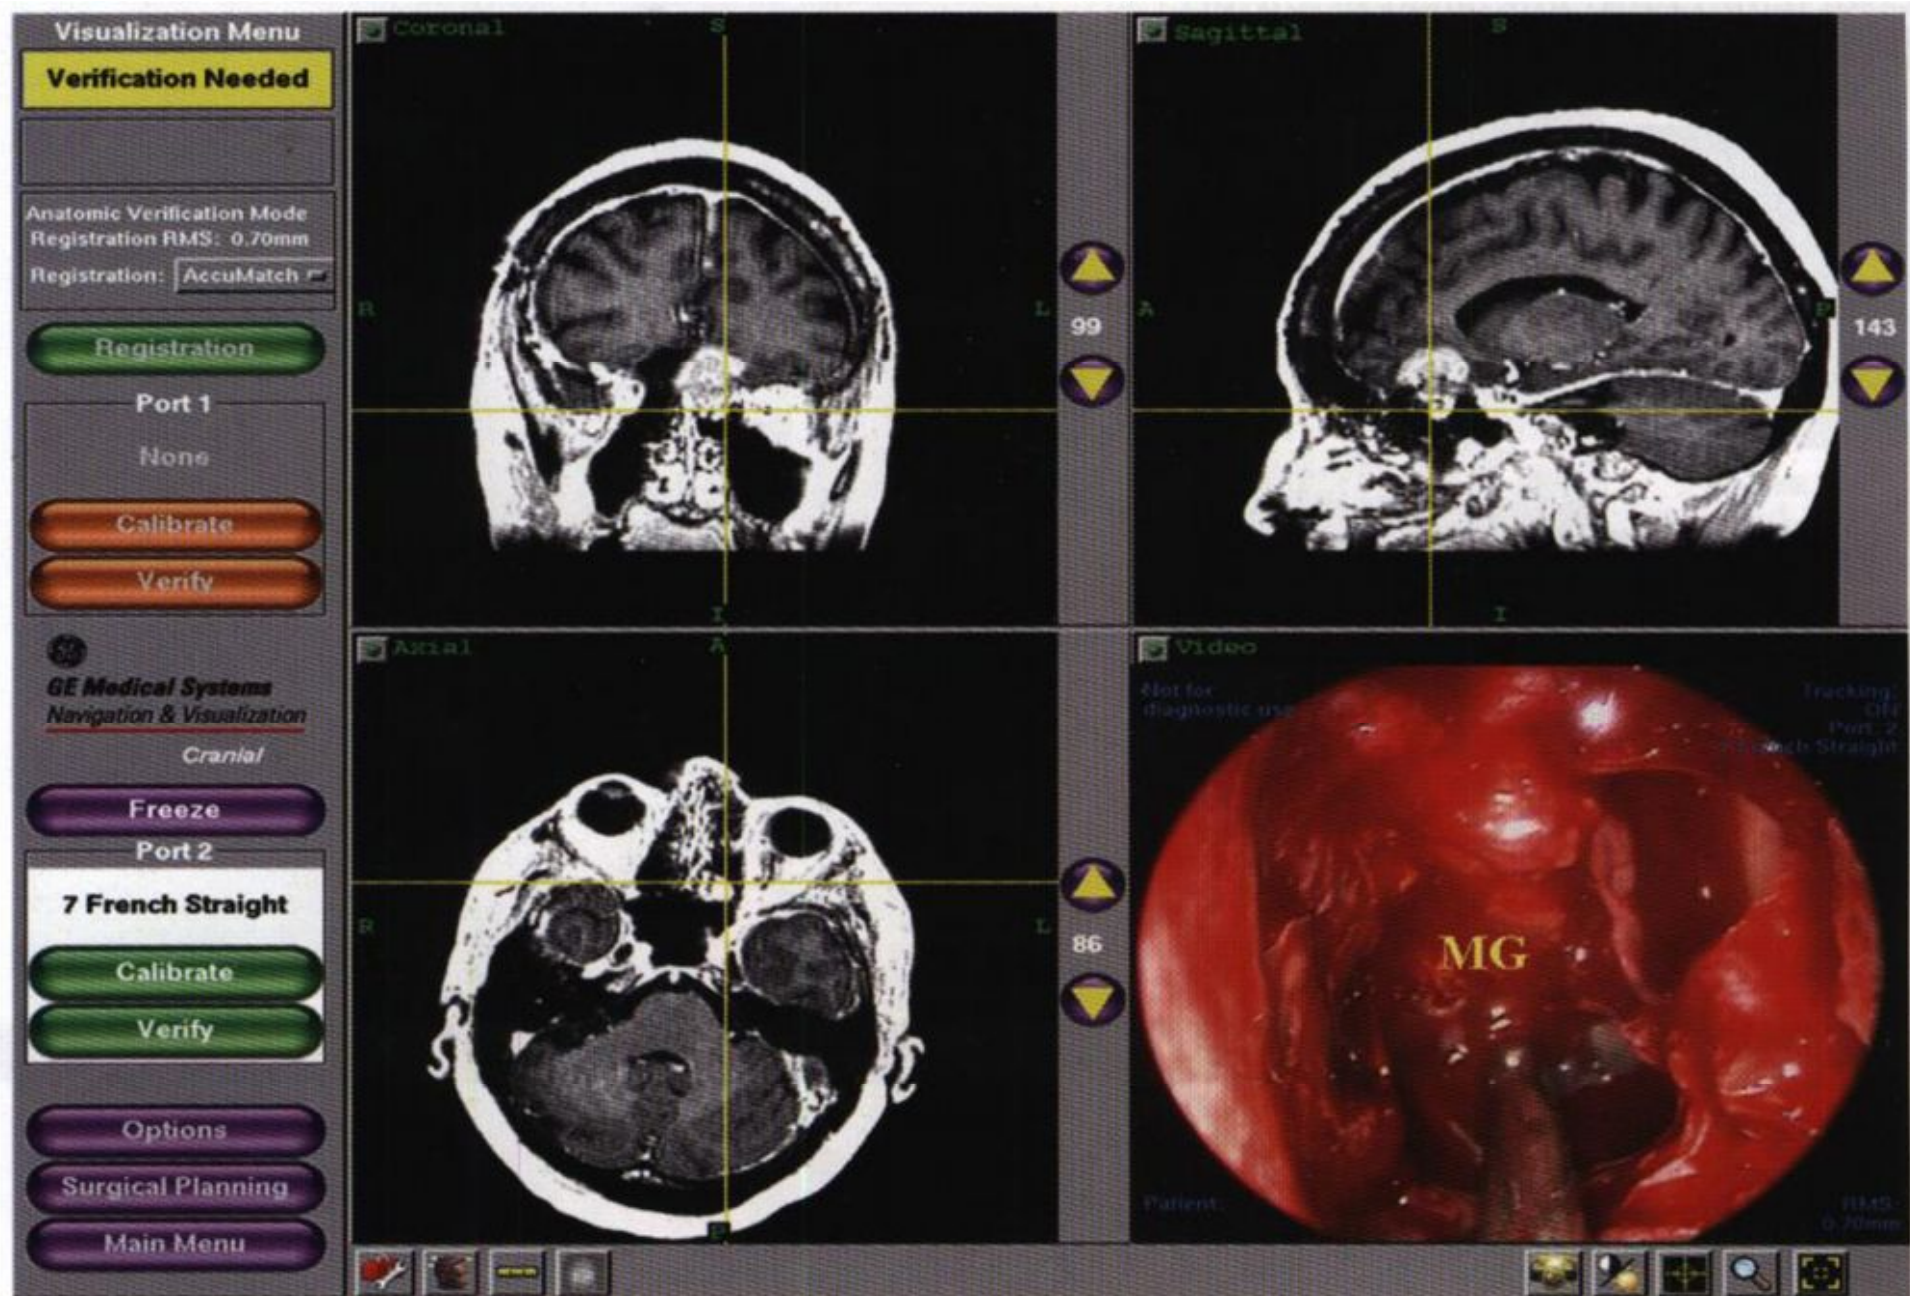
Triplanar MRI view of a meningioma (MG) of the ethmoidal region with a clear ethmoidal component and intracranial component.
